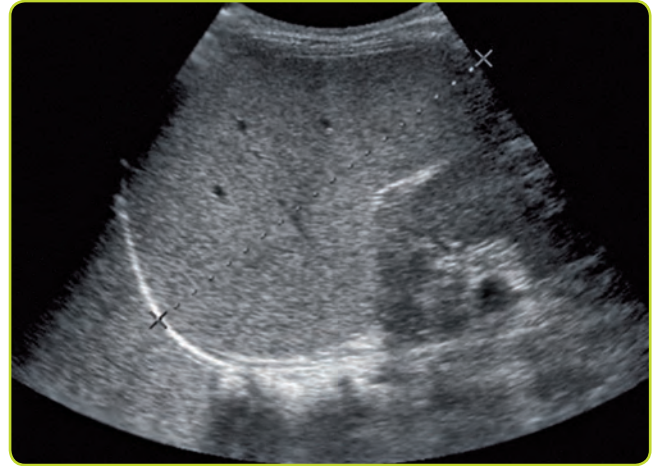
Esplenomegalia. Ecografía.
